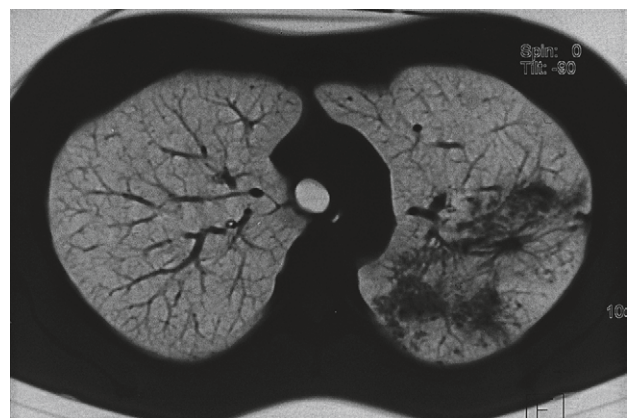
Thorax-CT bei 33-jähriger Patientin mit weichfleckigen Infiltraten mit Ballungen im linken Lungenoberfeld mit offener Tuberkulose.
